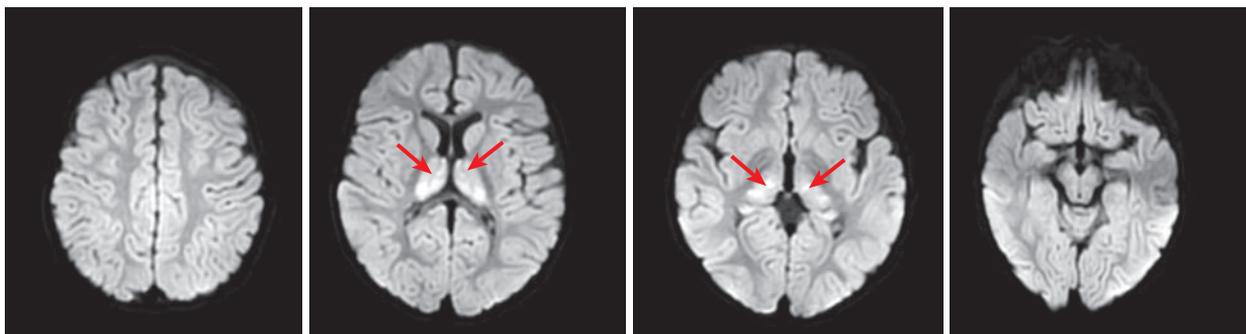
2022-08-10 头颅 MRI 平扫及弥散加权成像+癫痫特殊序列: 双侧丘脑信号异常
